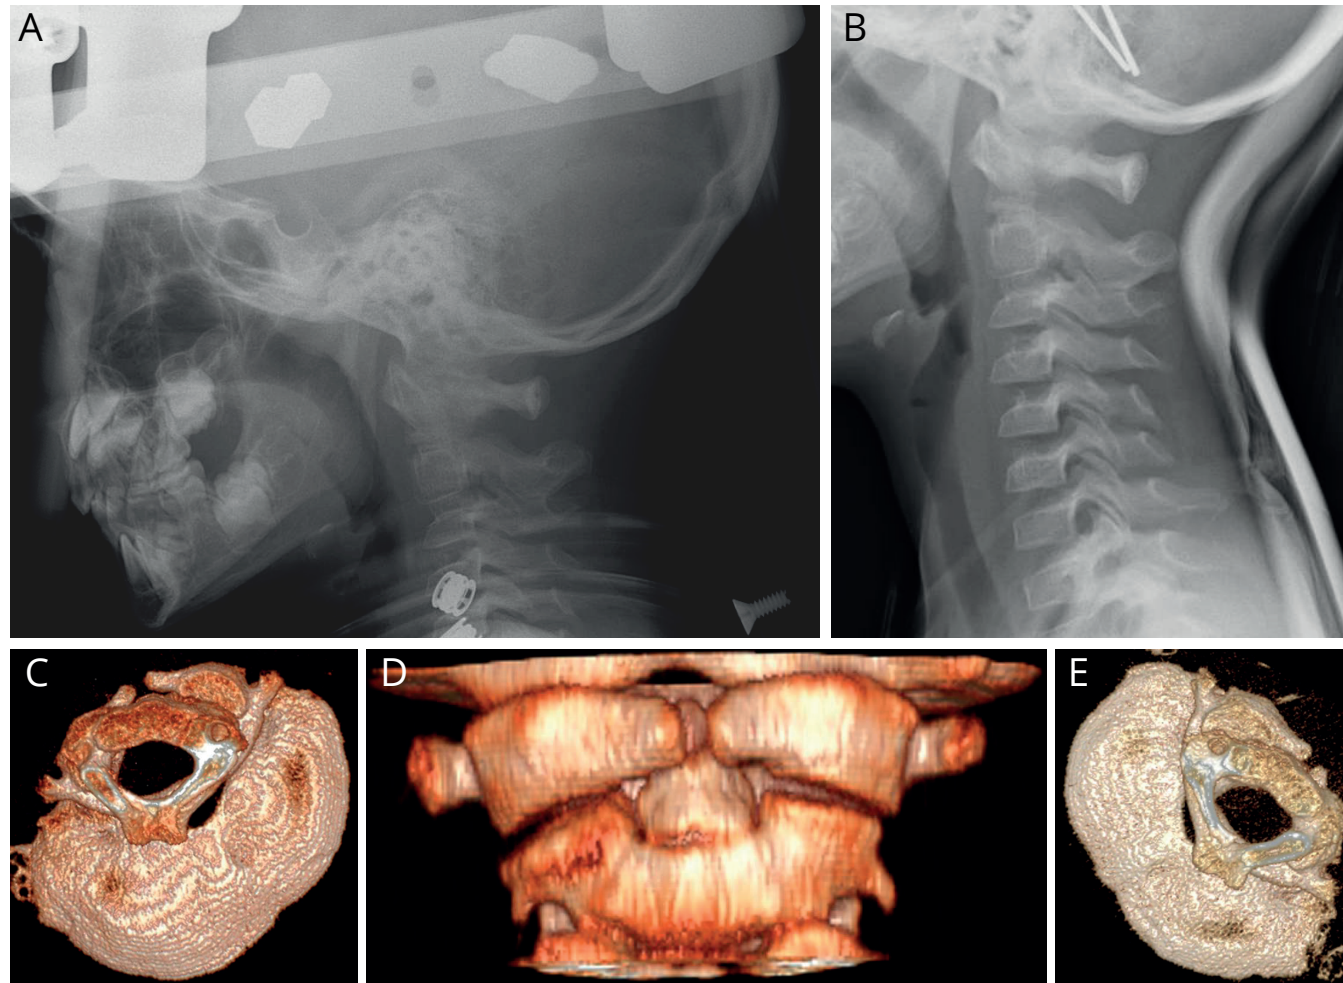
Même patient que la figure 8. En (A), la traction par collier étant insuffisante, une traction par halo est mise en place avec incréments progressifs jusqu'à réduction. Notez le profil normal de C2 ainsi que l'apparition de l'arc antérieur de C1. Le halo vest est ici porté 4 mois suivi d'une minerve rigide. Les contrôles radiologiques et cliniques doivent rester fréquents (B). À distance de l'épisode initial, un CT-scan est réalisé et des reconstructions tridimensionnelles sont obtenues : en (C), vue inférieure en rotation droite, en (D), vue antérieure en rotation neutre, en (E), vue inférieure en rotation gauche. Les mouvements de l'articulation C1-C2 sont désormais symétriques, sans luxation antérieure d'une masse latérale.
